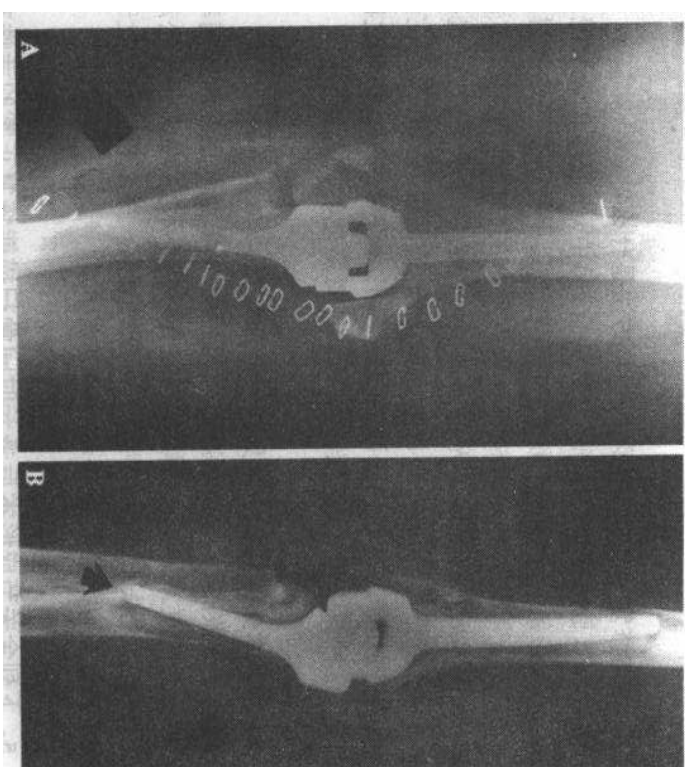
全肘关节置换术后立刻摄片(A)和术后3年的X线片(B),A片显示金属假体的柄在肱骨远端和尺骨近端骨髓腔中央,位置适当,随访片显示金属柄周围有透亮间隙,提示假体松动,尺侧金属柄已穿透尺骨的皮质(箭示),此改变进一步证实假体松动
